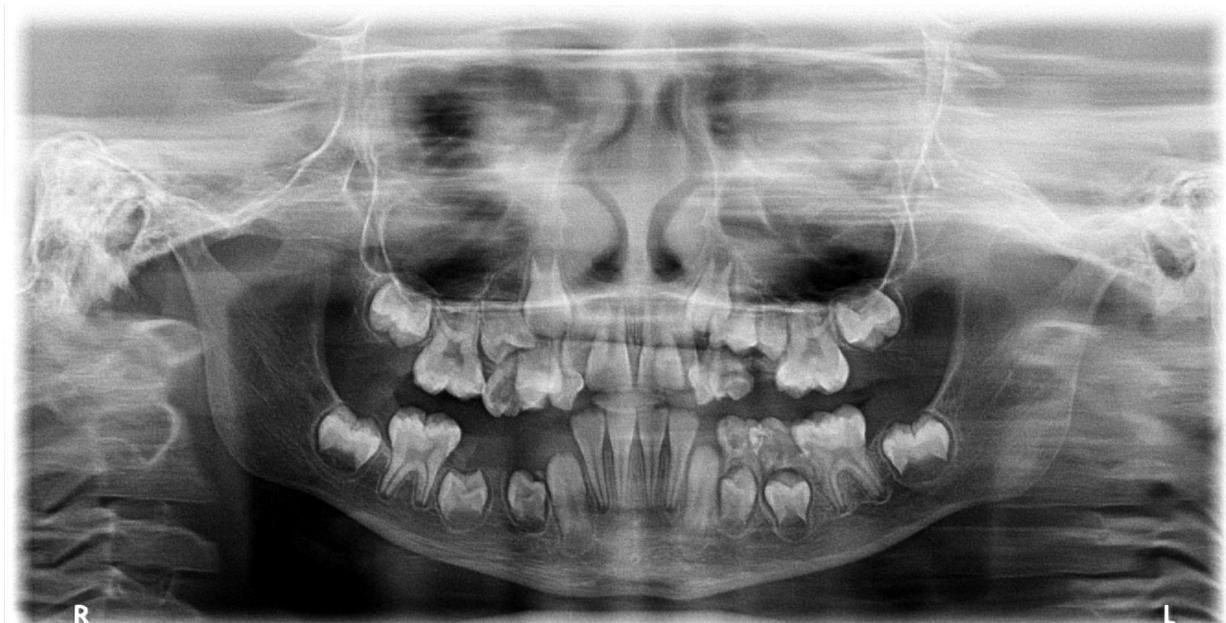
Radiografia panorâmica, presença giroversão dos pré-molares superiores e sobreposição dos incisivos laterais permanentes superiores com os incisivos centrais permanentes superiores.
